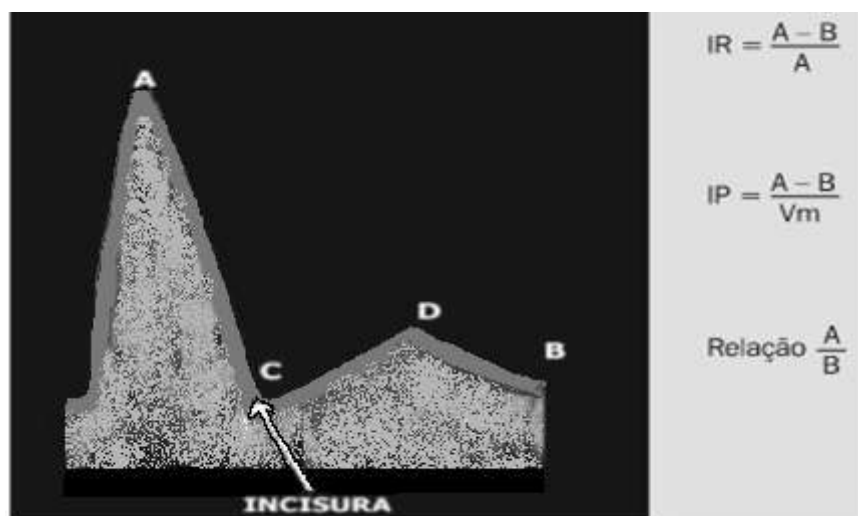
Parâmetros do espectro da onda uterina e índices doppler.
